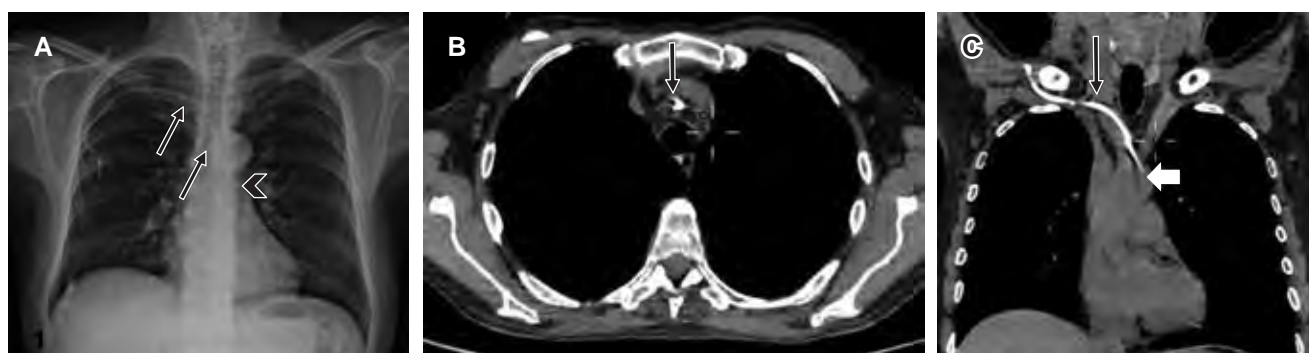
Masculino de 64 años que presenta catéter en tronco braquiocéfálico. A) Radiografía de tórax que muestra el trayecto anormal de catéter central (flecha negra), cruzando la tráquea y con extremo distal a nivel paratraqueal izquierdo (punta de flecha). B) Imagen axial y C) reconstrucción coronal de tomografía simple que muestra ingreso del catéter en el tronco braquiocéfálico (TB), con extremo distal en aorta (flecha blanca). Coexiste enfisema subcutáneo en la base del hemicuello derecho. CCI = carótida común izquierda; SI = subclavia izquierda.
